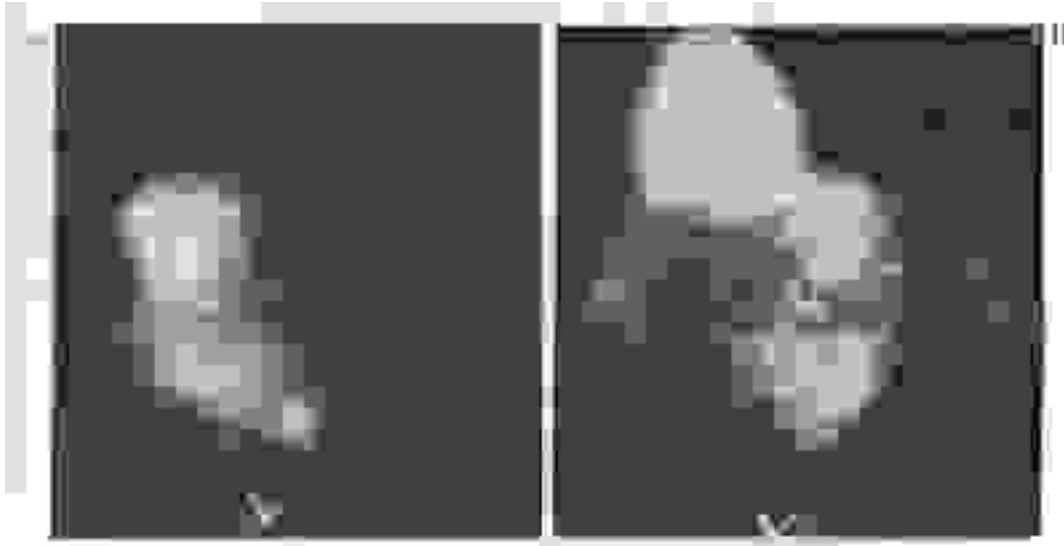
Gozzo multinodulare tossico (morbo di Plummer) (a). Al controllo scintigrafico eseguito dopo qualche mese dalla terapia con radioiodio (b) si osserva un ripristino dell'attività captante nel parenchima in precedenza inibito e scomparsa dei noduli autonomi precedentemente "caldi" (^{131}I).
